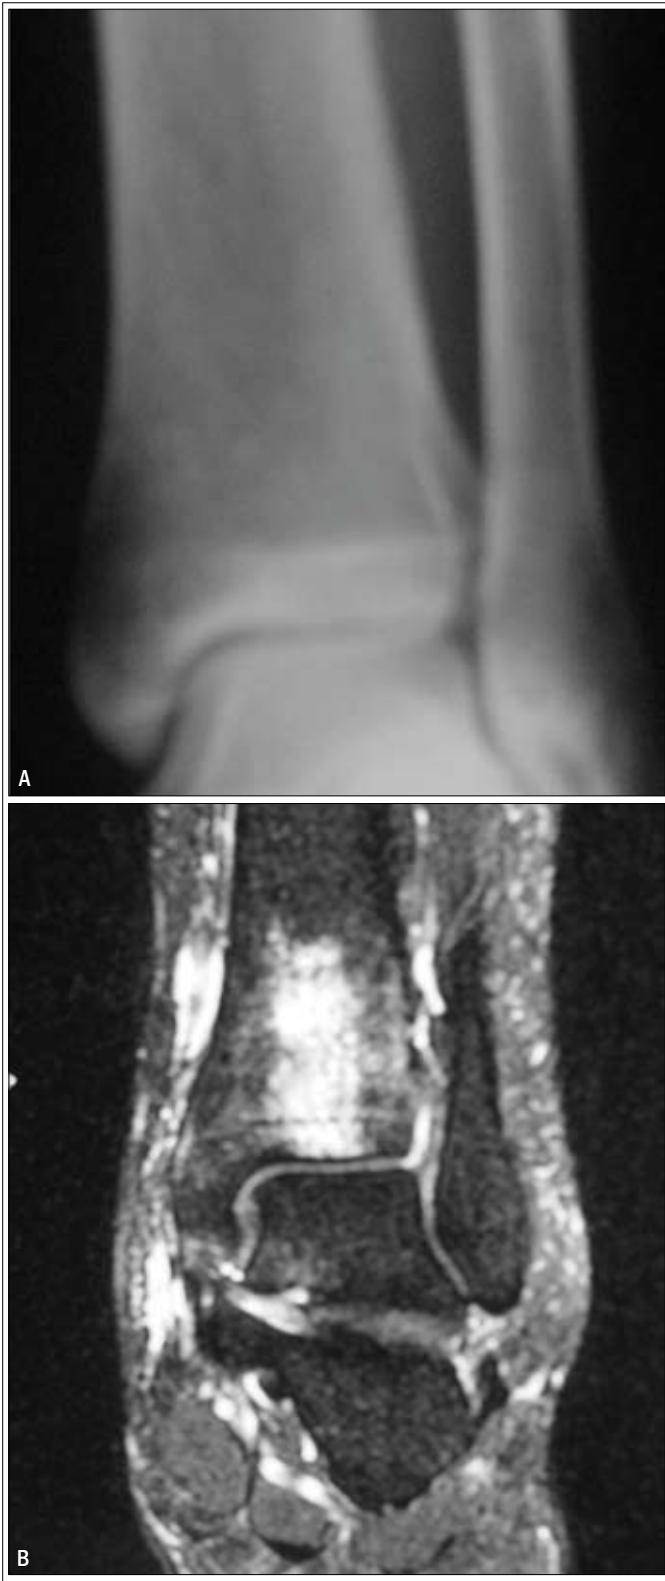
A) Radiografia de tornozelo de aspecto normal; B) RM em T2 com hipersinal (edema ósseo) da extremidade distal da tíbia.
